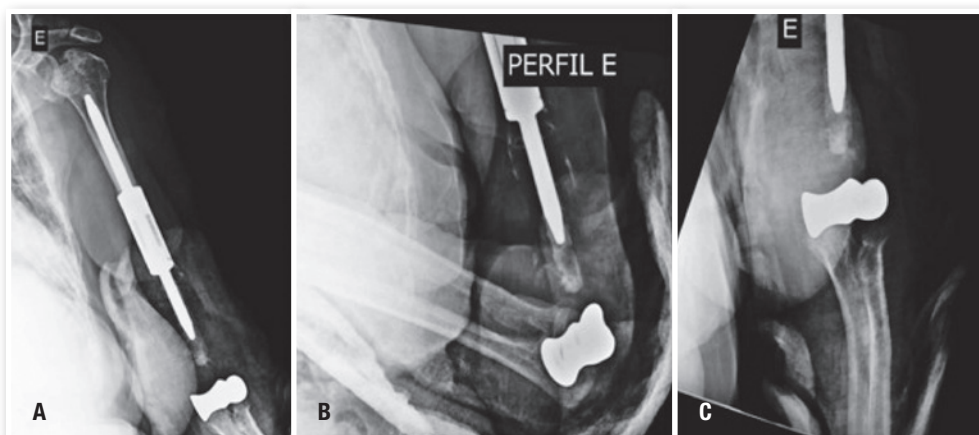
Radiografias pós-operatórias da endoprótese parcial do cotovelo esquerdo.
